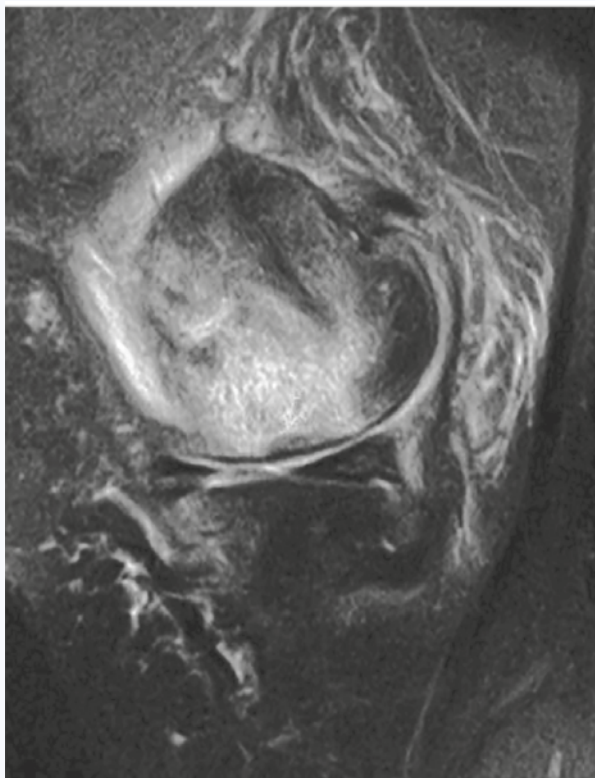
МР-томограмма в сагиттальной проекции (PD-FS). Субхондральный перелом недостаточности. Линия перелома указана стрелкой
